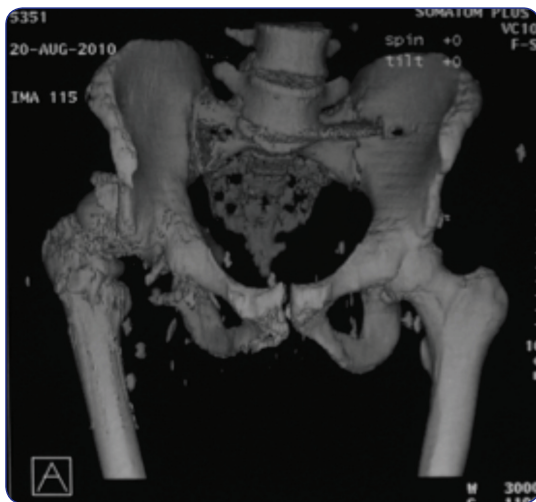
Reconstrucción en 3D de TAC de pelvis.
